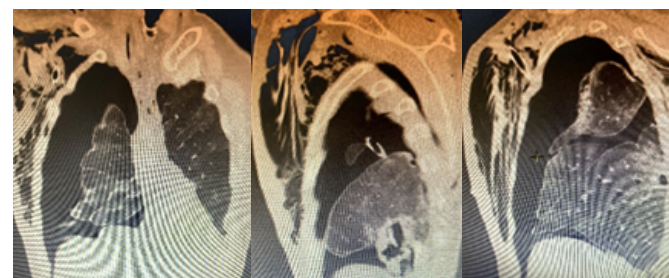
(а, б, в) КТ грудной клетки - ПТ (подкожная эмфизема на фоне дренирования плевральной полости), обусловленный разрывом одной из субплевральных кавитаций в базальных сегментах у пациента 70 лет
